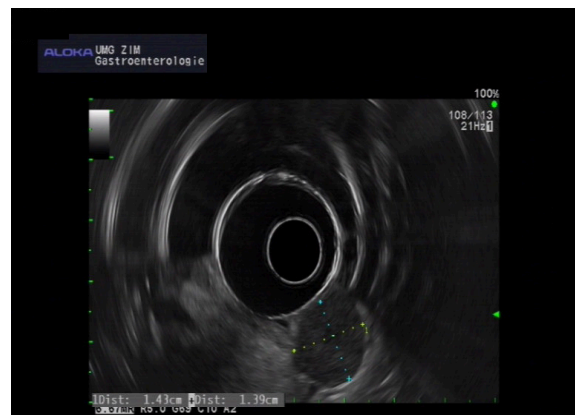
GIST im Duodenum – Endosonographie
